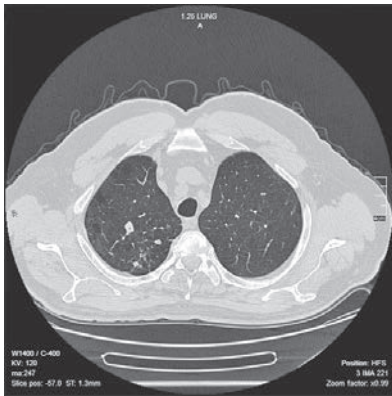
Аксіальний зріз КТ пацієнта В. від 05.05.2021
